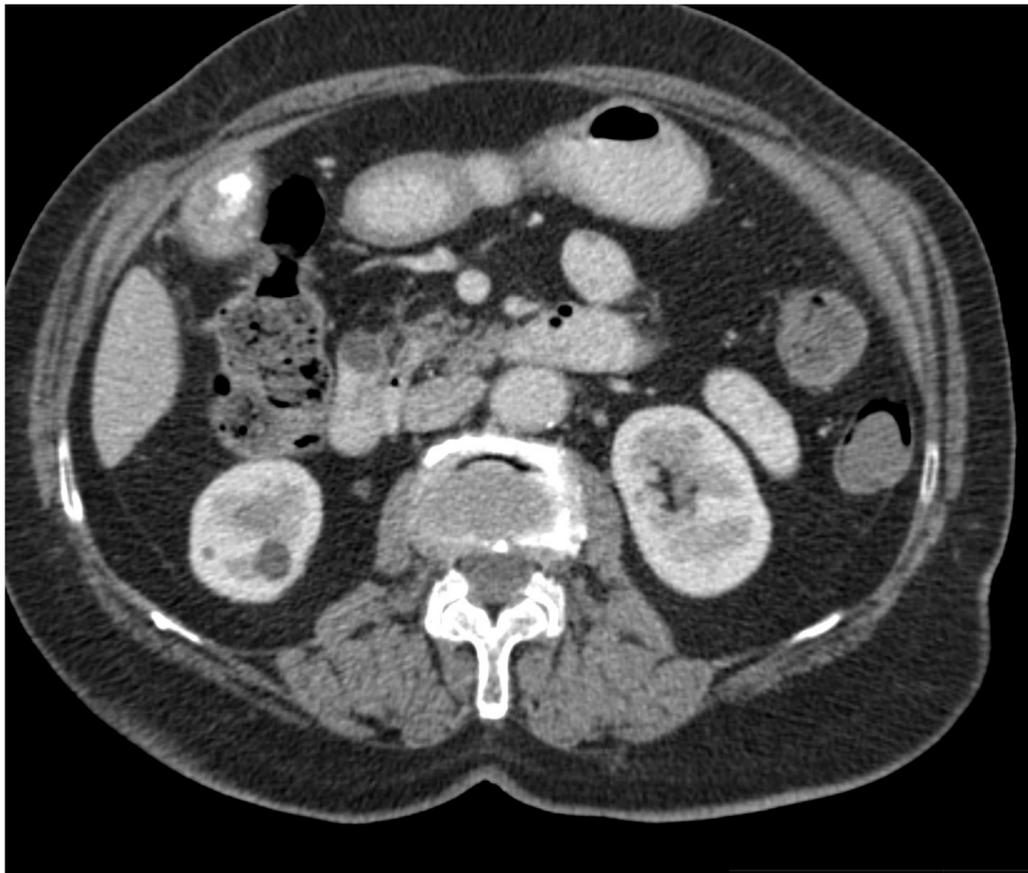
TC abdomino-pélvico (corte axial) con CIV en fase venosa y ecografía abdominal.
